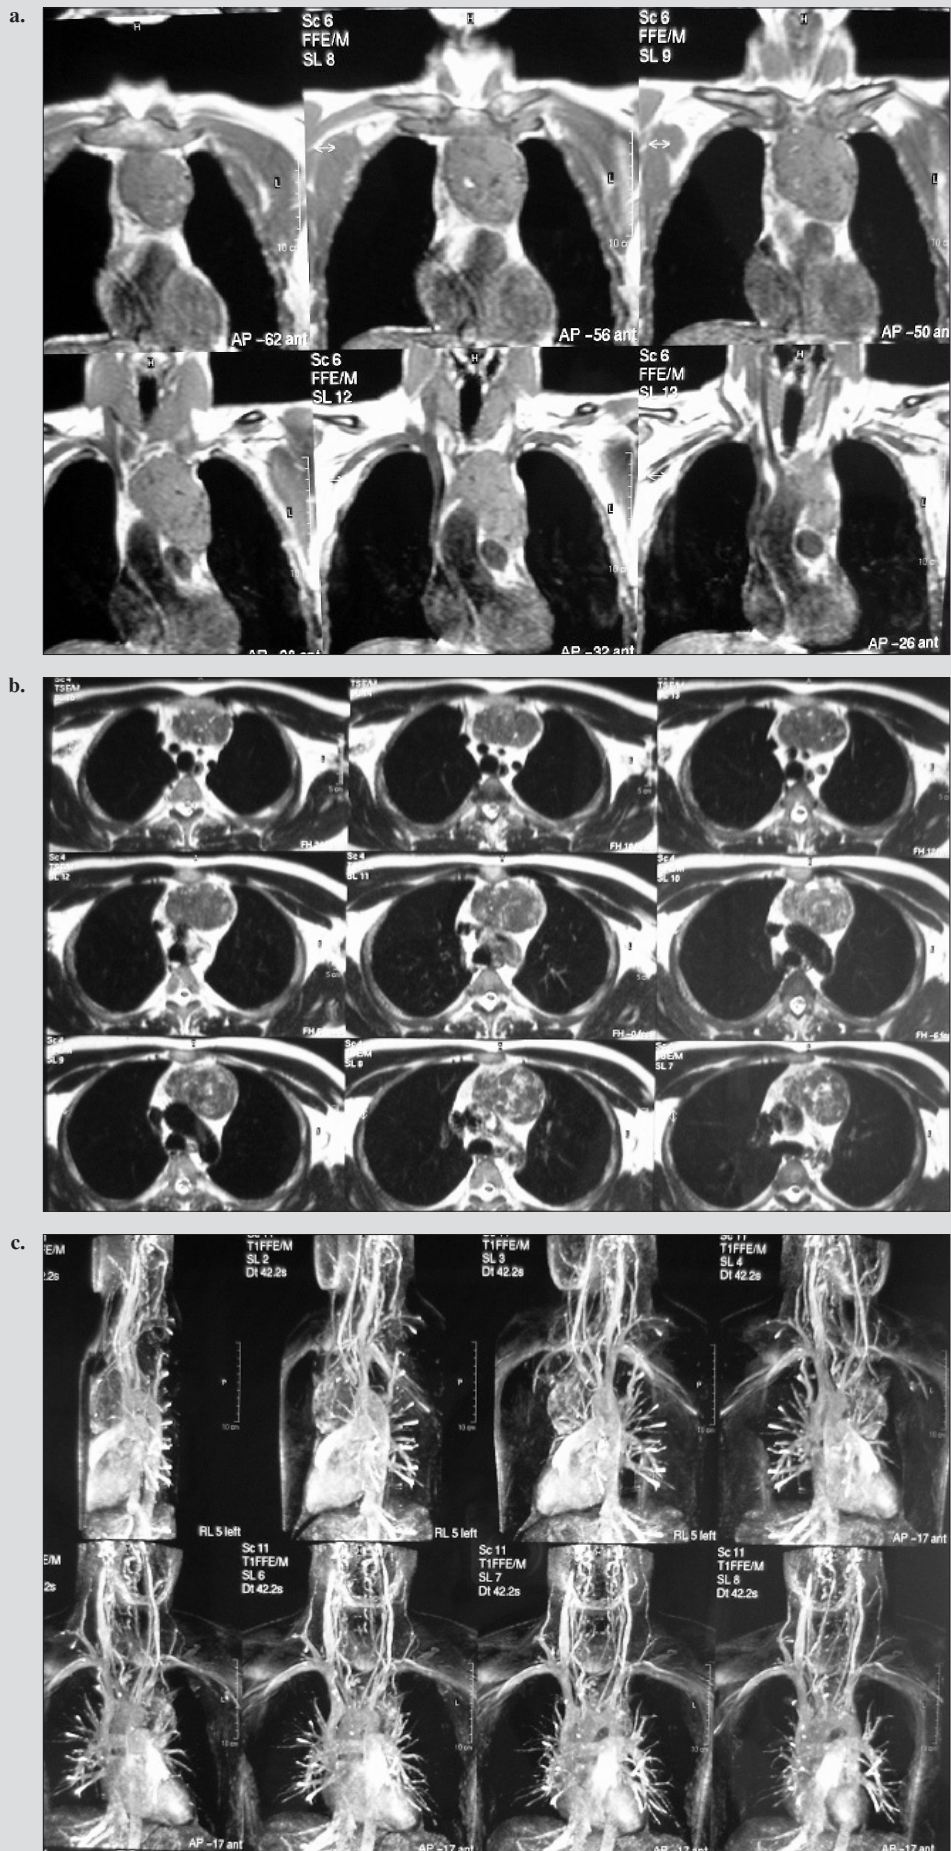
RM collo e torace: descrizione nel testo.
